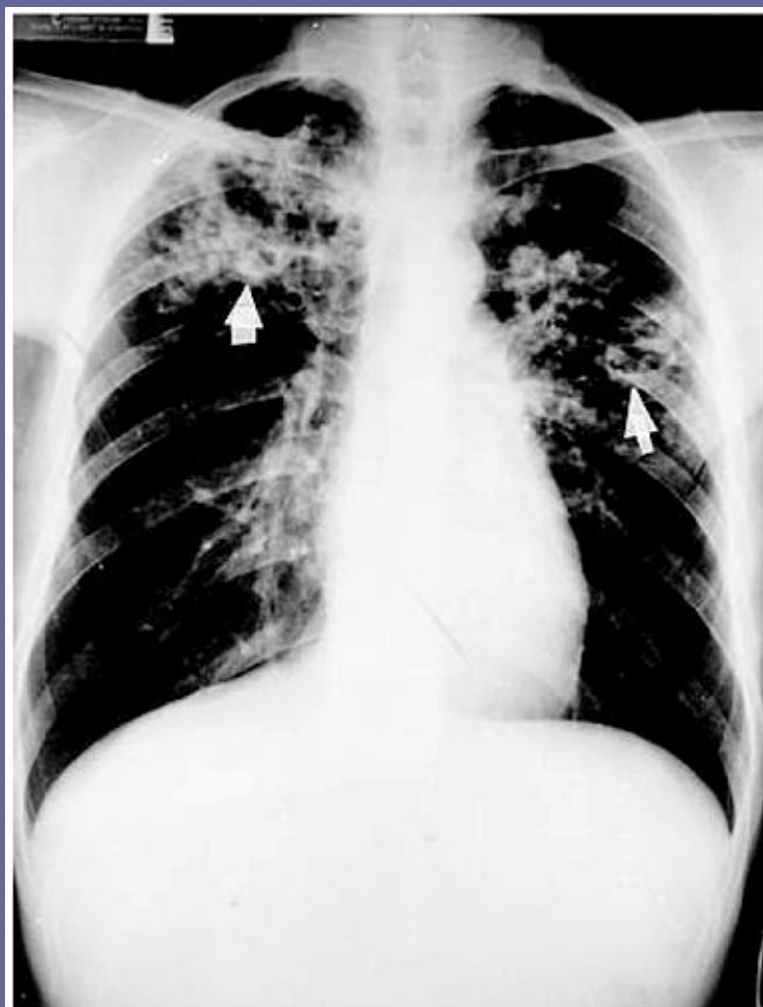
Radiografia de tórax em PA. Opacidades heterogêneas em campo superior de ambos os pulmões com cavitações (setas).
